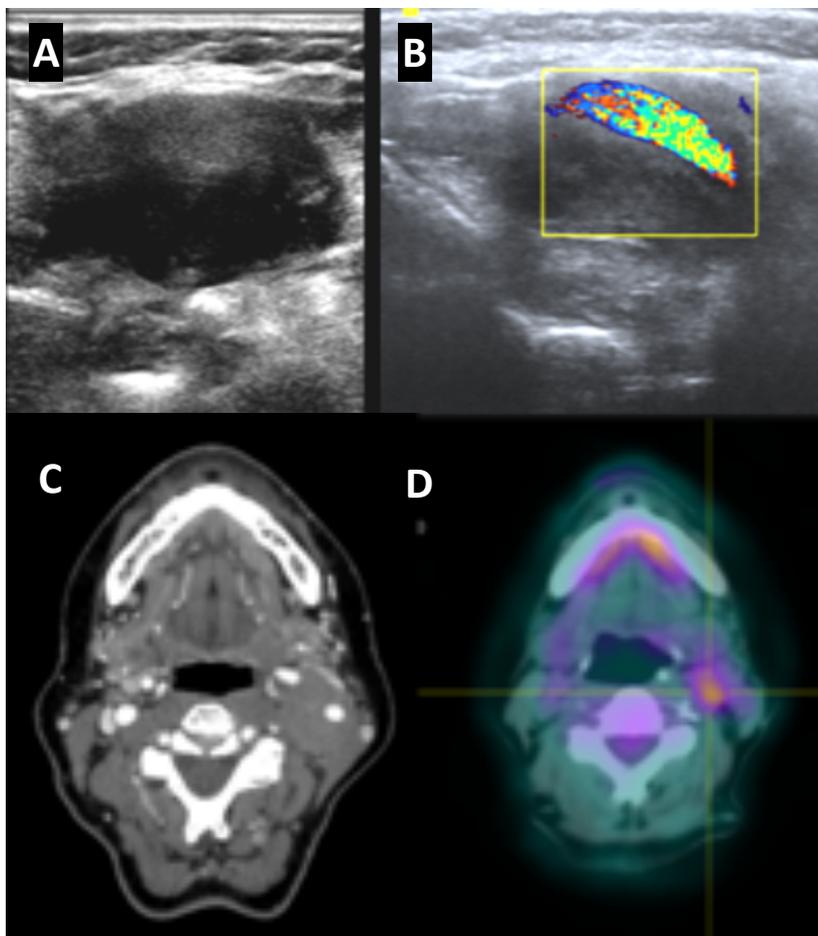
Pseudotumor inflamatorio. Paciente de 56 años que consultó por lesión latero-cervical izquierda. En ecografía se observaba una lesión ovalada de predominio hipoeicoico, que envolvía la arteria carótida izquierda (A, B). En TC se observó una lesión hipodensa, sin realce significativo tras la administración de contraste (C) y que presentaba una captación leve en el PET/TC (D). Posteriormente se confirmó su relación con un enfermedad por IgG4 sistémica.
